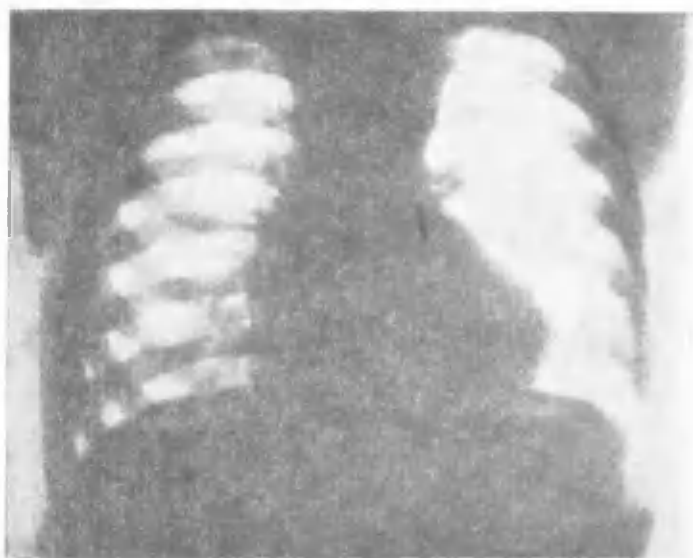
Рентгенограмма сердца больной С., 5 лет. Диагноз: тетрада Фалло. Форма сердца в виде «голландской туфельки».
